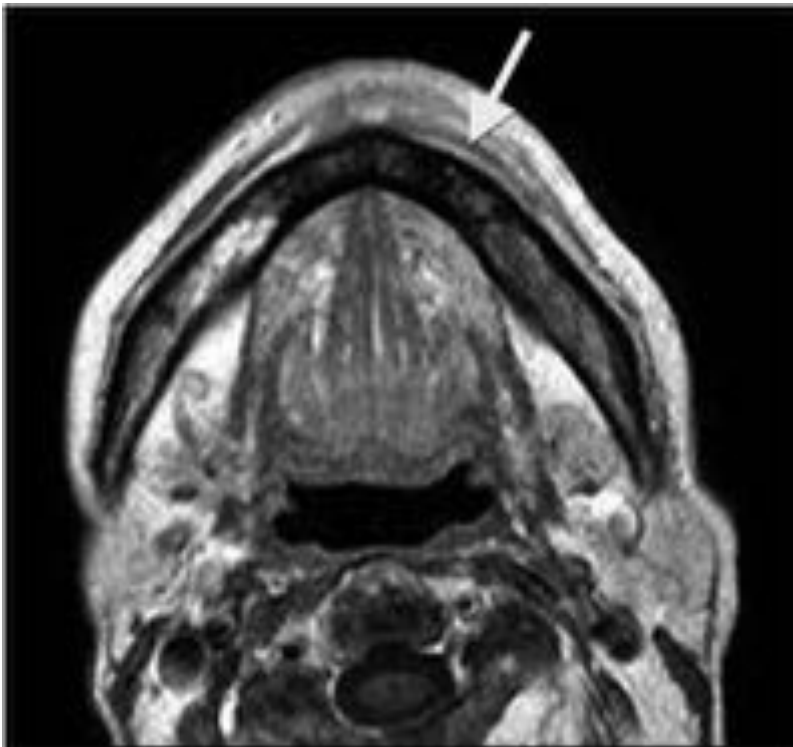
Fig 11, 12 y 13. Imágenes axiales de RM potenciadas en T1, T2 y STIR, respectivamente. Se visualiza alteración de la señal de la médula ósea de sínfisis y cuerpo mandibular izquierdo, con
